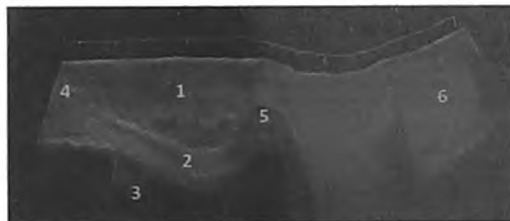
Панорамное УЗИ полового члена и мошонки.
